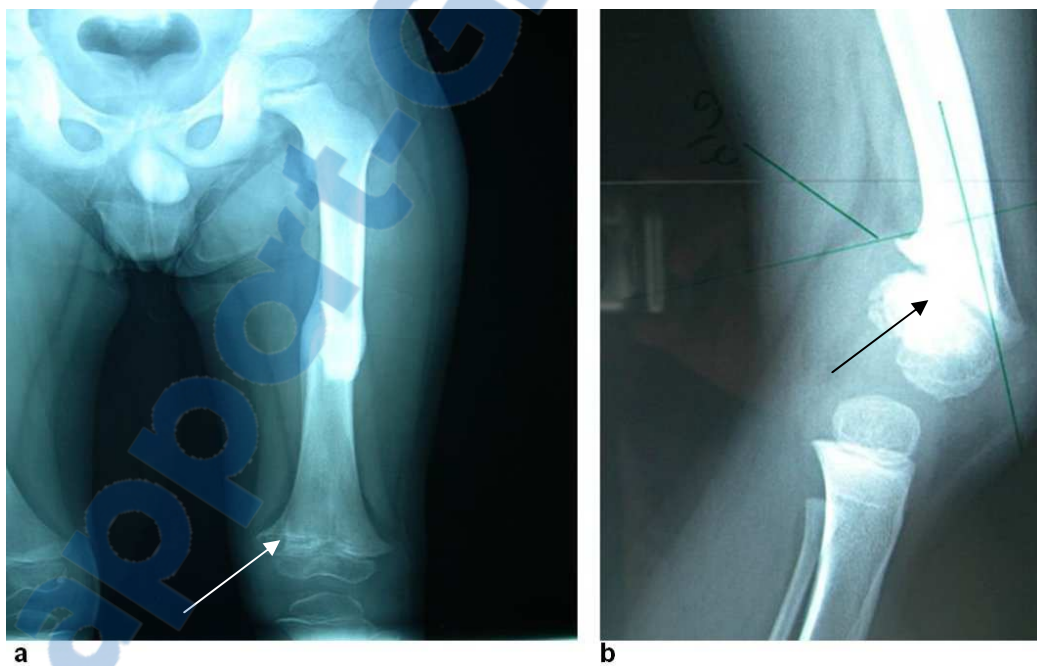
Radiographie de control à J20 montrant en plus d'une fracture diaphysaire (a), un début d'épiphysiodèse postéro interne (flèche), avec sur le profil une déformation radiologique de 45° (b).
